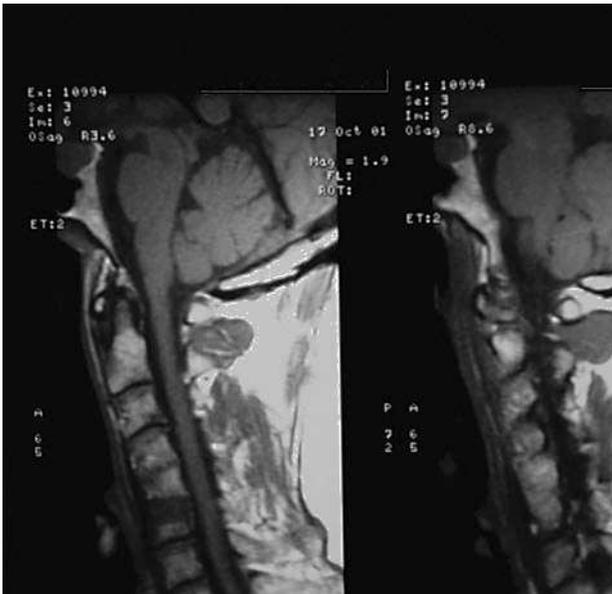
Corte sagital de resonancia magnética nuclear de columna vertebral, donde se visualizan las secuelas de una fusión cervical C4-C5-C6 y una macrolesión selar.
